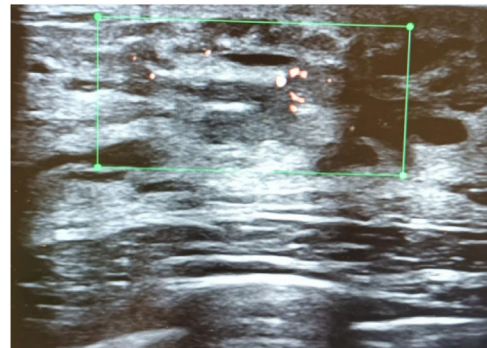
Nódulo intraductal con captación *doppler* en su interior.
